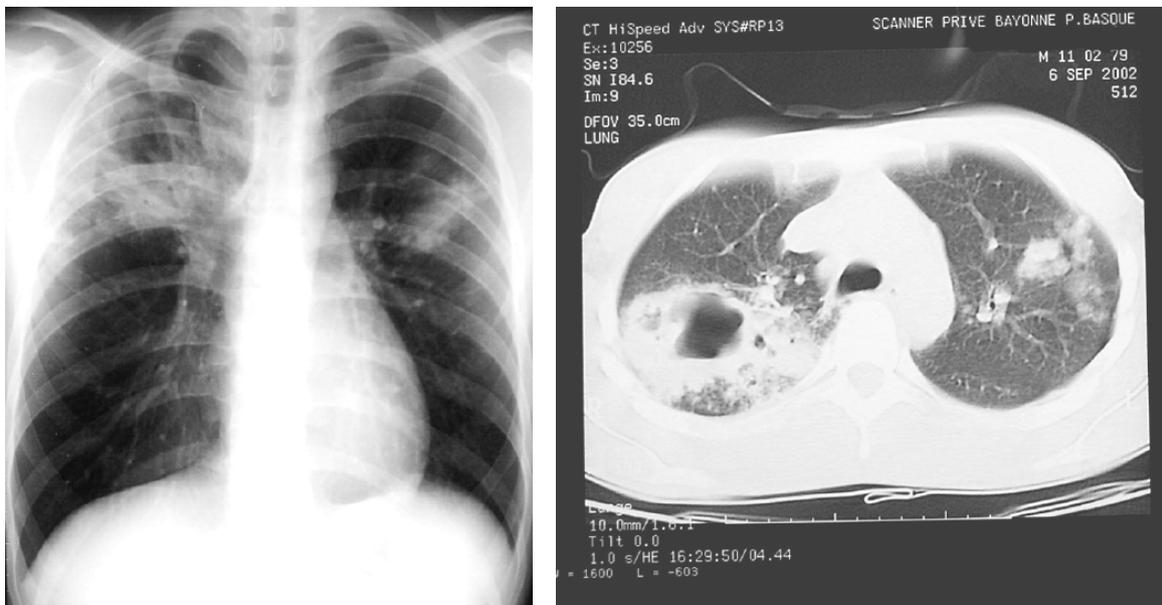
radiographie et scanner thoraciques du 6 septembre 2002.
